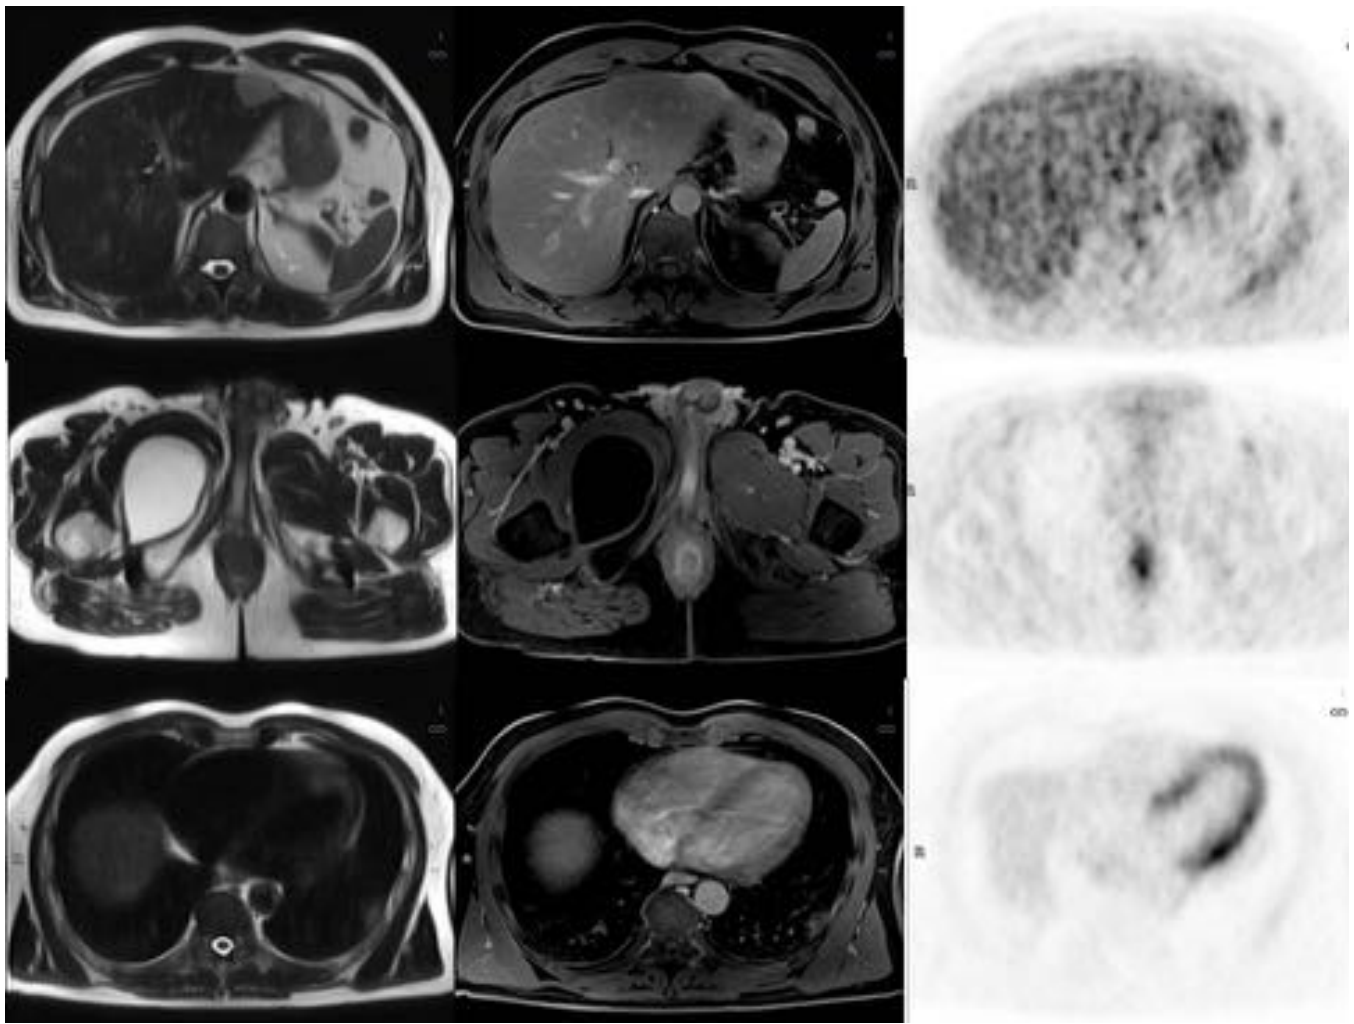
PET-RM de estadificación de cáncer de recto. Arriba lesión en lóbulo hepático izq, probable hemangioma por moderada hiperseñal T2 y realce homogéneo en toda la lesión tardío, sin captación de FDG. Centro: Voluminoso lipoma en adductores raíz muslo dcho. sin realce y sin captación PET, con intensidad de señal similar a la grasa en T2. Abajo: Alteración de señal en base pulmonar izda, sin traducción PET que obliga a realizar TC. De izda. a dcha. HASTE T2, T1 postcontraste y PET.
